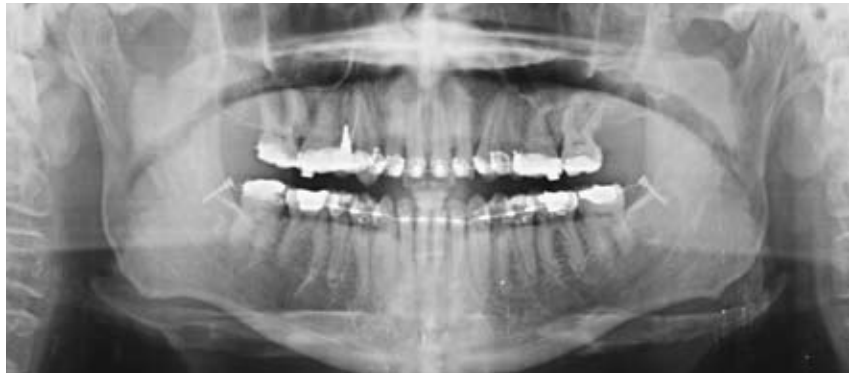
Ortopantomografía que enseña los MT retromolares.
